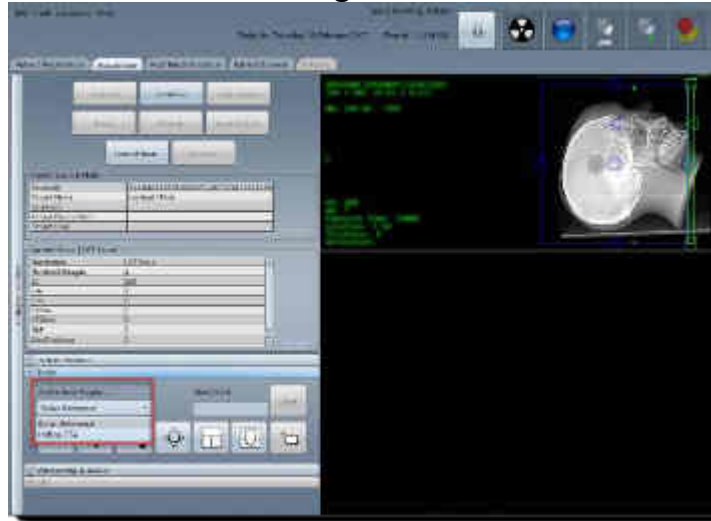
Active Scan Region — Bolus Reference ou Helical CTA
